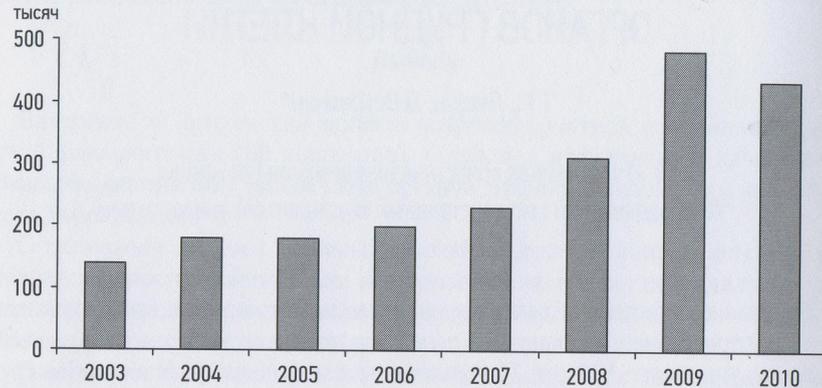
Динамика рентгенологических исследований органов грудной клетки за период 2003 – 2010 гг.
